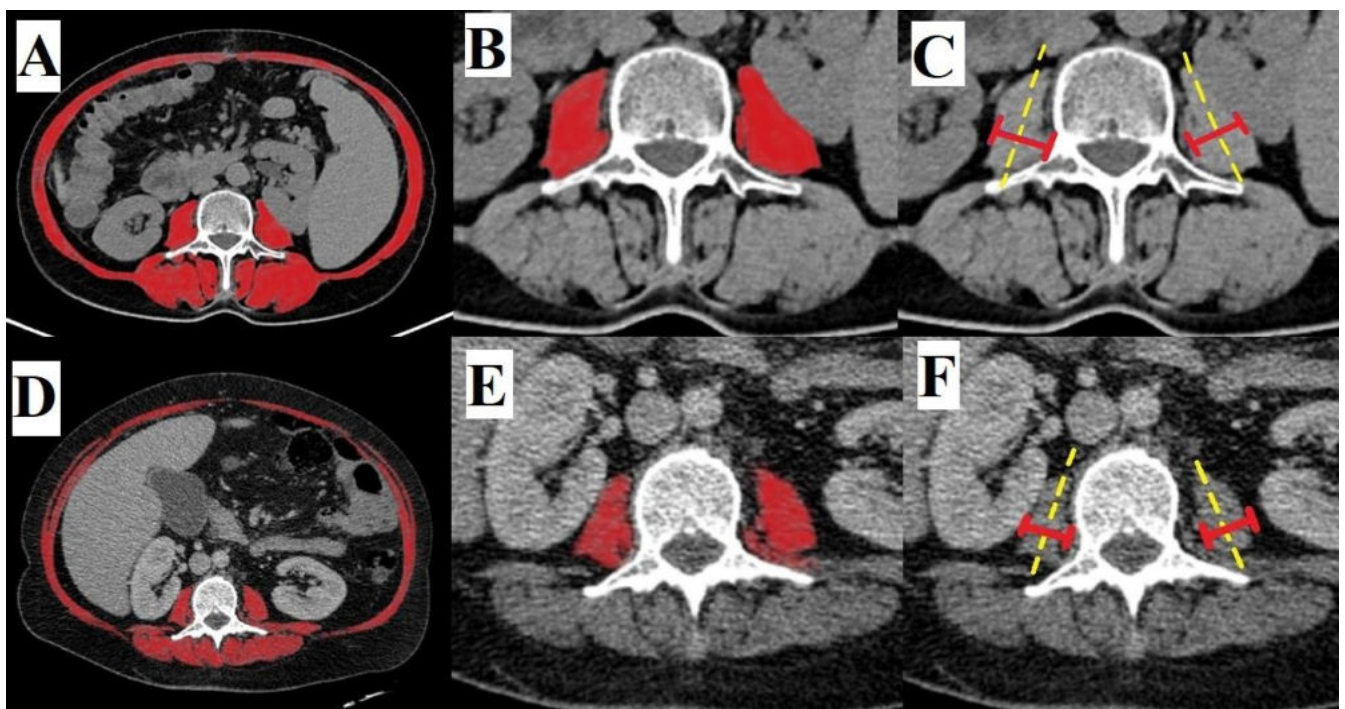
КТ-зображення поперечного зрізу на рівні L3.
